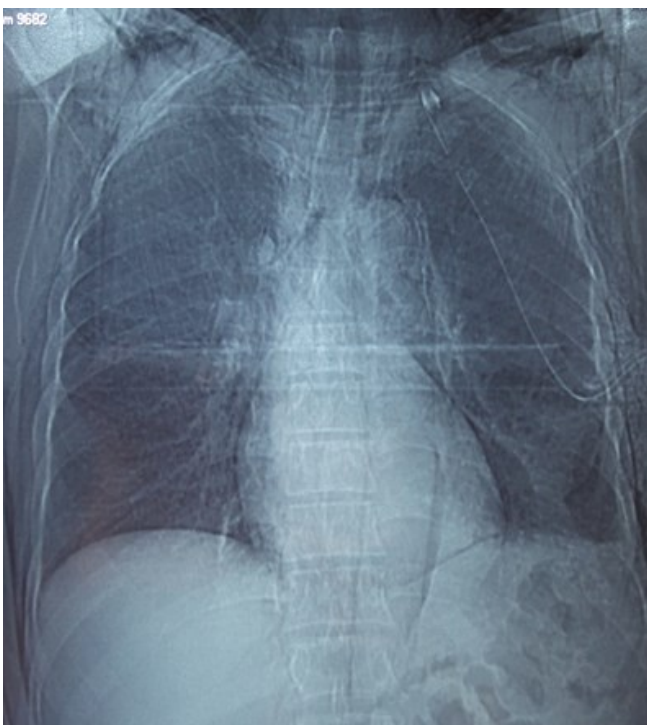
Radiographie thoracique post drainage montrant un retour du poumon à la paroi thoracique avec nette régression de l'emphysème sous cutané.
